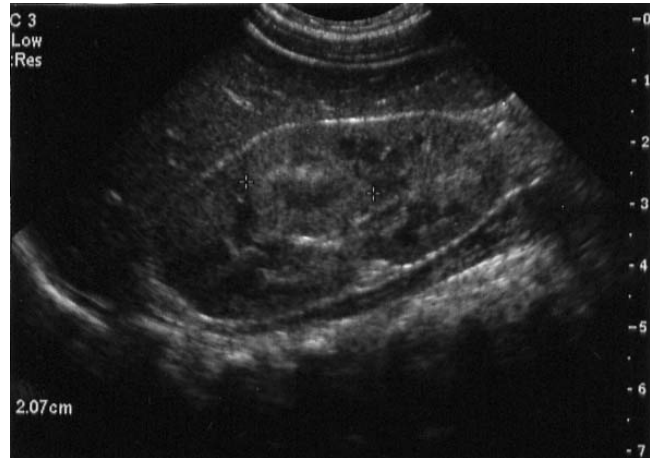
Ultrasonography of the right kidney shows the globular-shaped hyperechoic lesion in the mid to upper pole.
